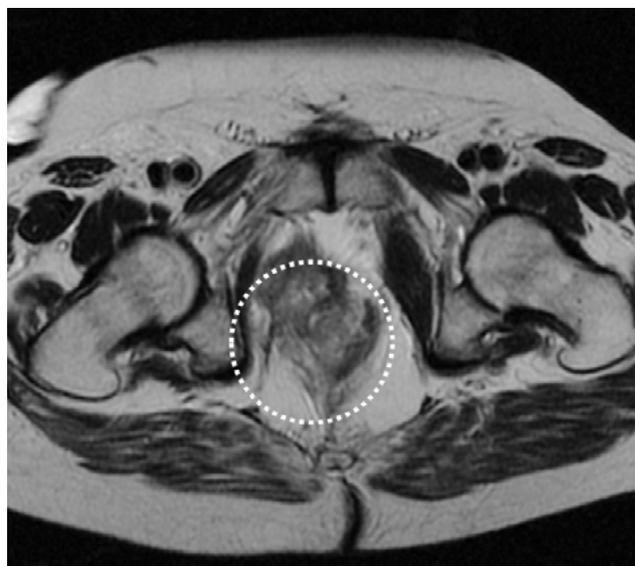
Резидуальная опухоль после цистэктомии у пациента А. (магнитно-резонансная томография).
